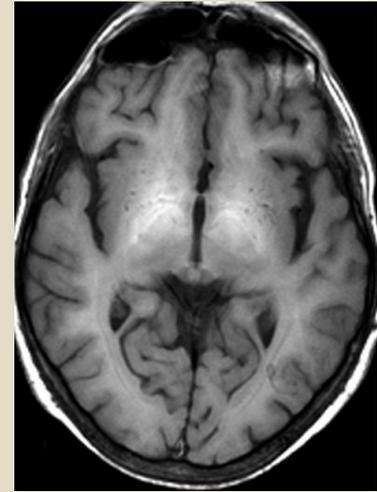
Resonancia magnética cerebral de un paciente con cirrosis hepática. Incremento de la señal T1 en el núcleo pálido. Se interpreta que este incremento de señal se produce por el aumento de manganeso en el tejido cerebral.
